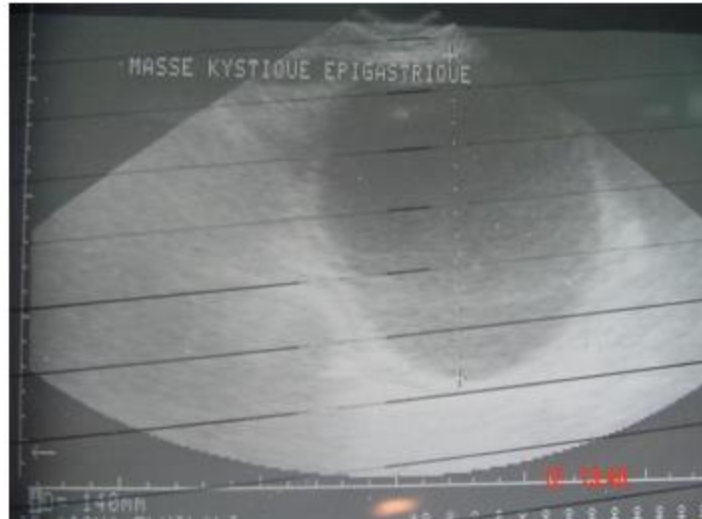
Une image échographique m.e.e une masse kystique de siège épigastrique de 12 cm de diamètre sur 10 cm
